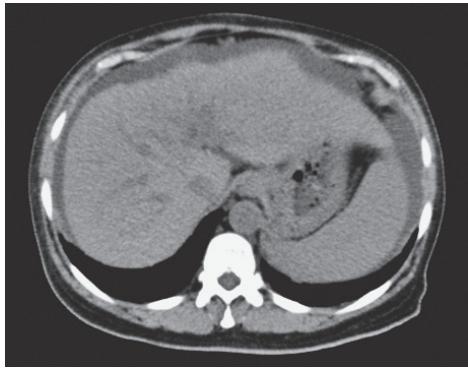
入院時腹部 CT. 肝臓の辺縁不整, 脾腫, 腹水が確認される.
